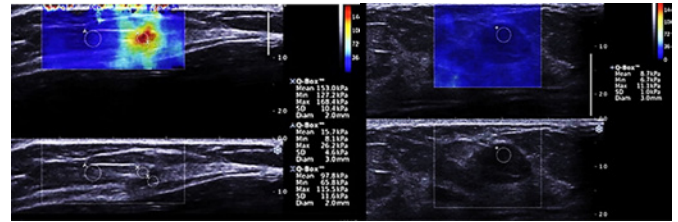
Mulher de 50 anos com anomalia na mama esquerda na mamografia de rastreamento. A imagem esquerda é a imagem SWE codificada por cores e a imagem do modo B está abaixo da imagem SWE. A massa tinha uma alta velocidade de onda de cisalhamento (153 kPa) codificada pela cor vermelha. Na biópsia, a lesão era um carcinoma ductal invasivo (pT1a, pN0). Direita: Mulher de 48 anos que apresentou uma anomalia na mama esquerda na ultrassonografia de rastreamento. A massa é codificada pela cor azul, possuindo uma baixa velocidade de onda de cisalhamento (8,7 kPa). Na biópsia, a lesão era um fibroadenoma<sup>8</sup>.
